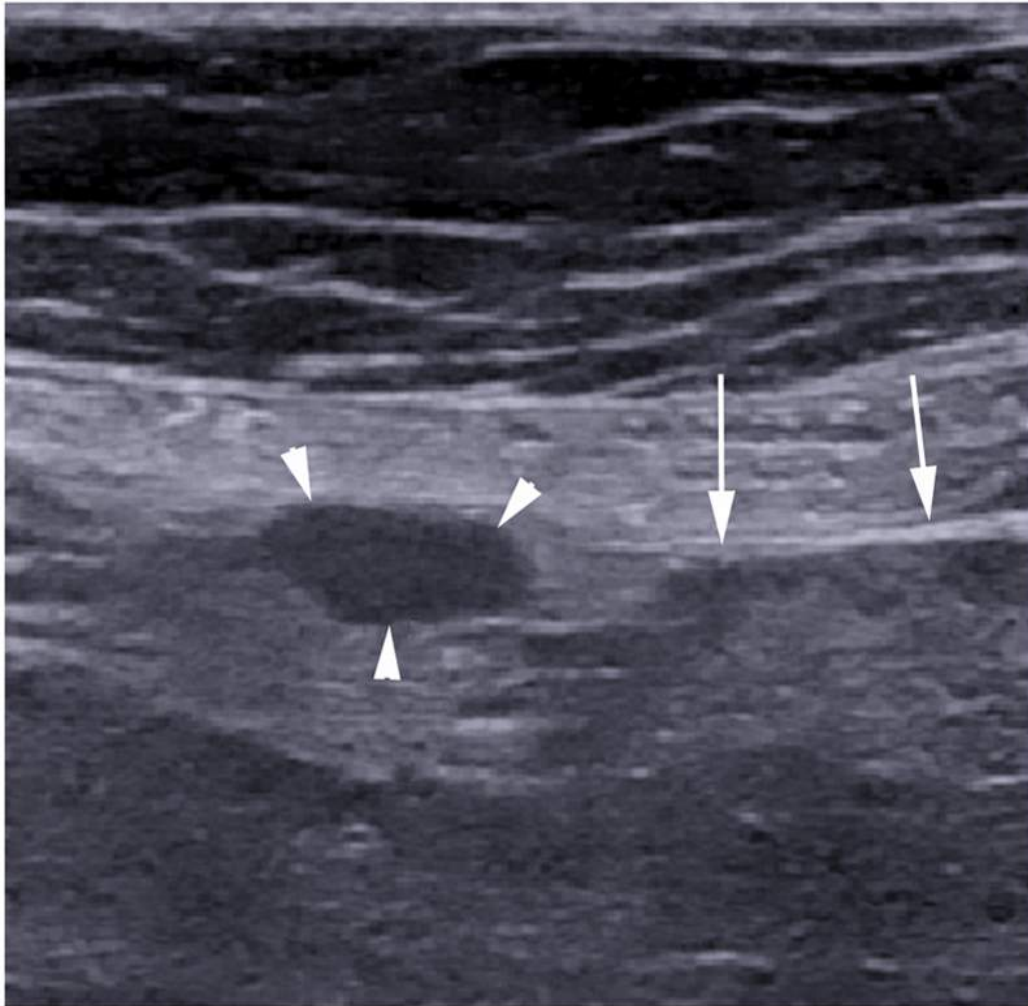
Échographie de surveillance chez une femme de 61 ans, asymptomatique, aux antécédents de cancer de la vessie.
